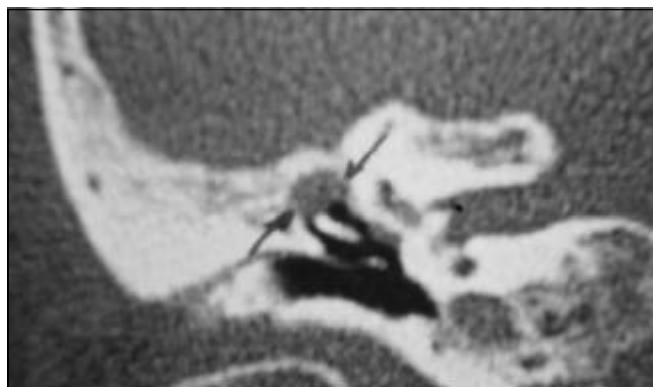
TC de ossos temporais, corte coronal, evidenciando colesteatoma em região atical com provável comprometimento do nervo facial na sua porção timpânica.
